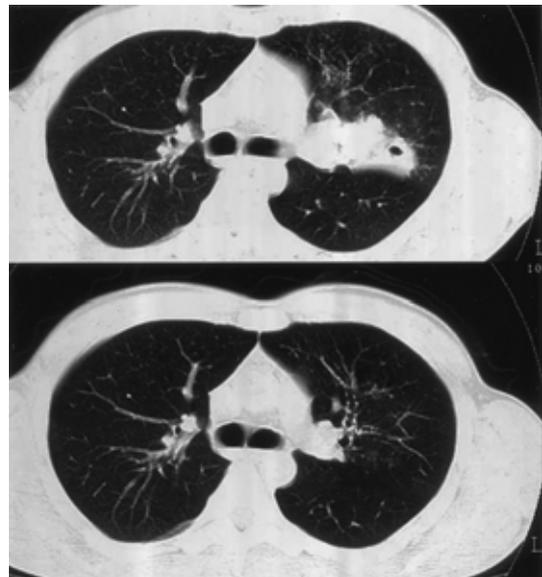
Chest CT film obtained before and after antituberculosis therapy. The left upper lobe infiltrate found on May 1999 (upper panel) had disappeared on July 2000 (lower panel)
